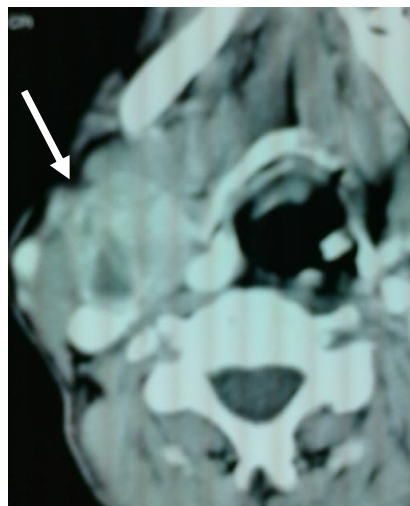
TDM cervicale en coupe axiale avec injection de produit de contraste : formation tissulaire sous digastrique droite de 25mm de grand axe, nécrosée au centre et prenant le contraste de façon hétérogène
